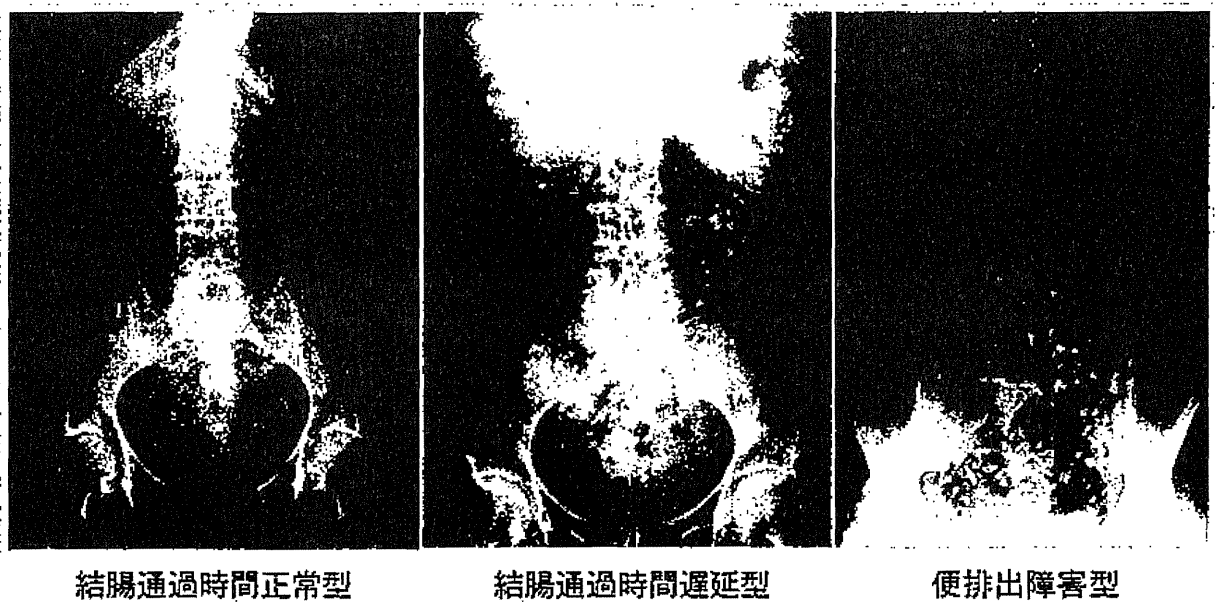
X線不透過マーカーによる機能性便秘症の3病態
